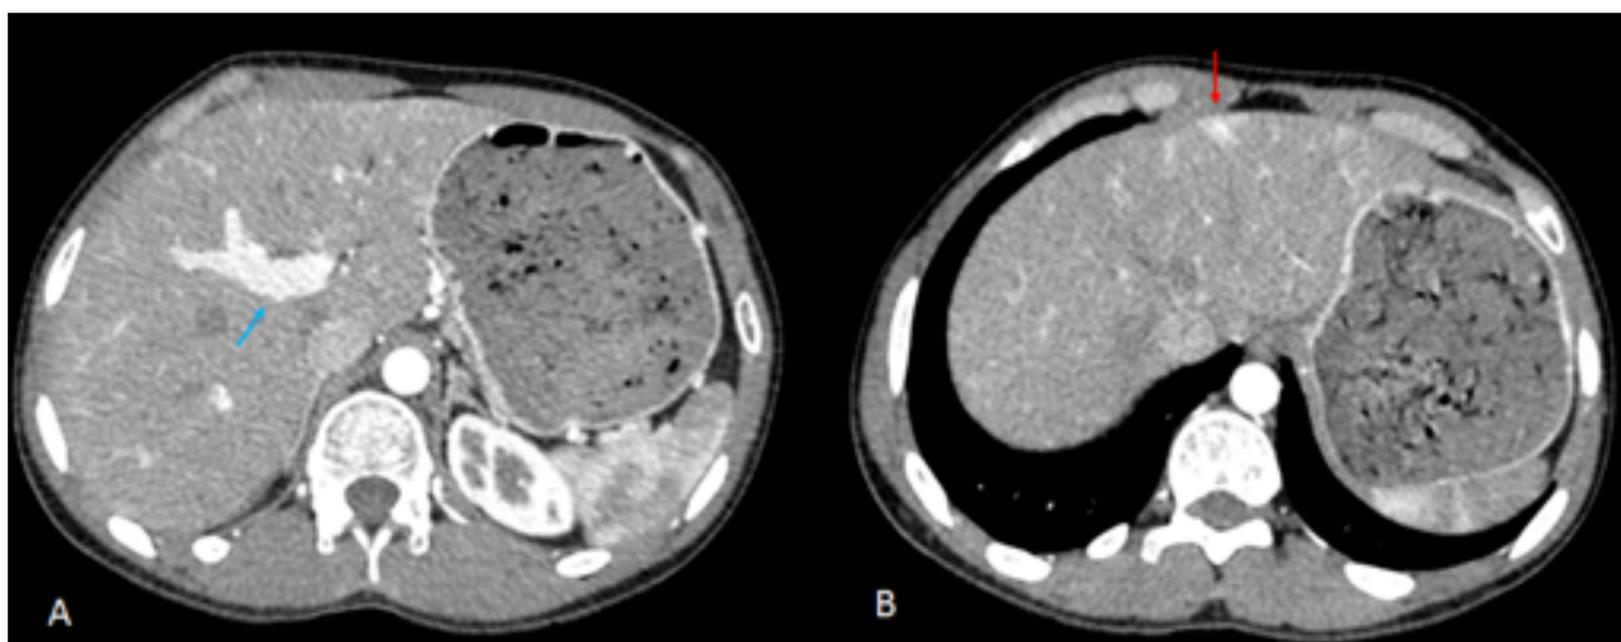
A,B : TC cortes axiales con contraste intravenoso en fase arterial. Repleción precoz de la vena porta (flecha azul en A) en relación con fístulas arterio-portales. Discreta heterogenicidad subcapsular de predominio en LHI lo que sugiere cierto componente de telangiectasias ( flecha roja en B). Hospital Universitario de Bellvitge.
